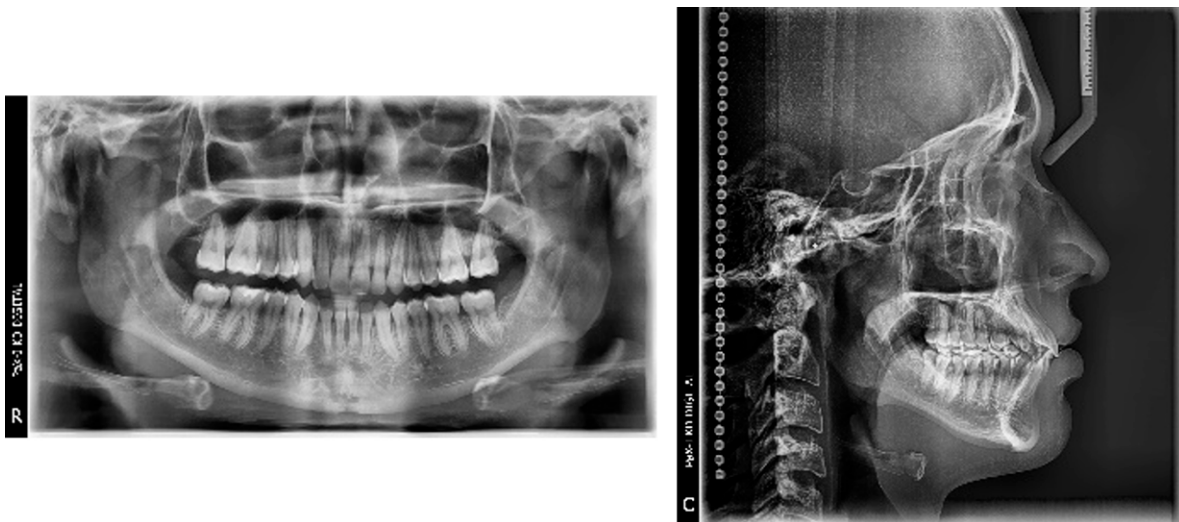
Ortopantomografía y radiografía lateral de cráneo finales
